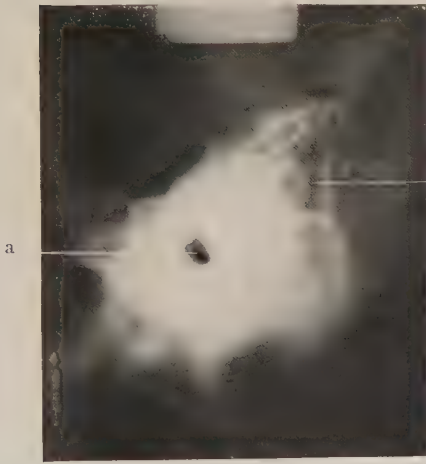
Röntgenbild eines Warzenfortsatzes mit hochgradig reduzierter Pneumatisation (Leichenschläfenbein). a = äußerer Gehörgang. b = Warzenfortsatz.
